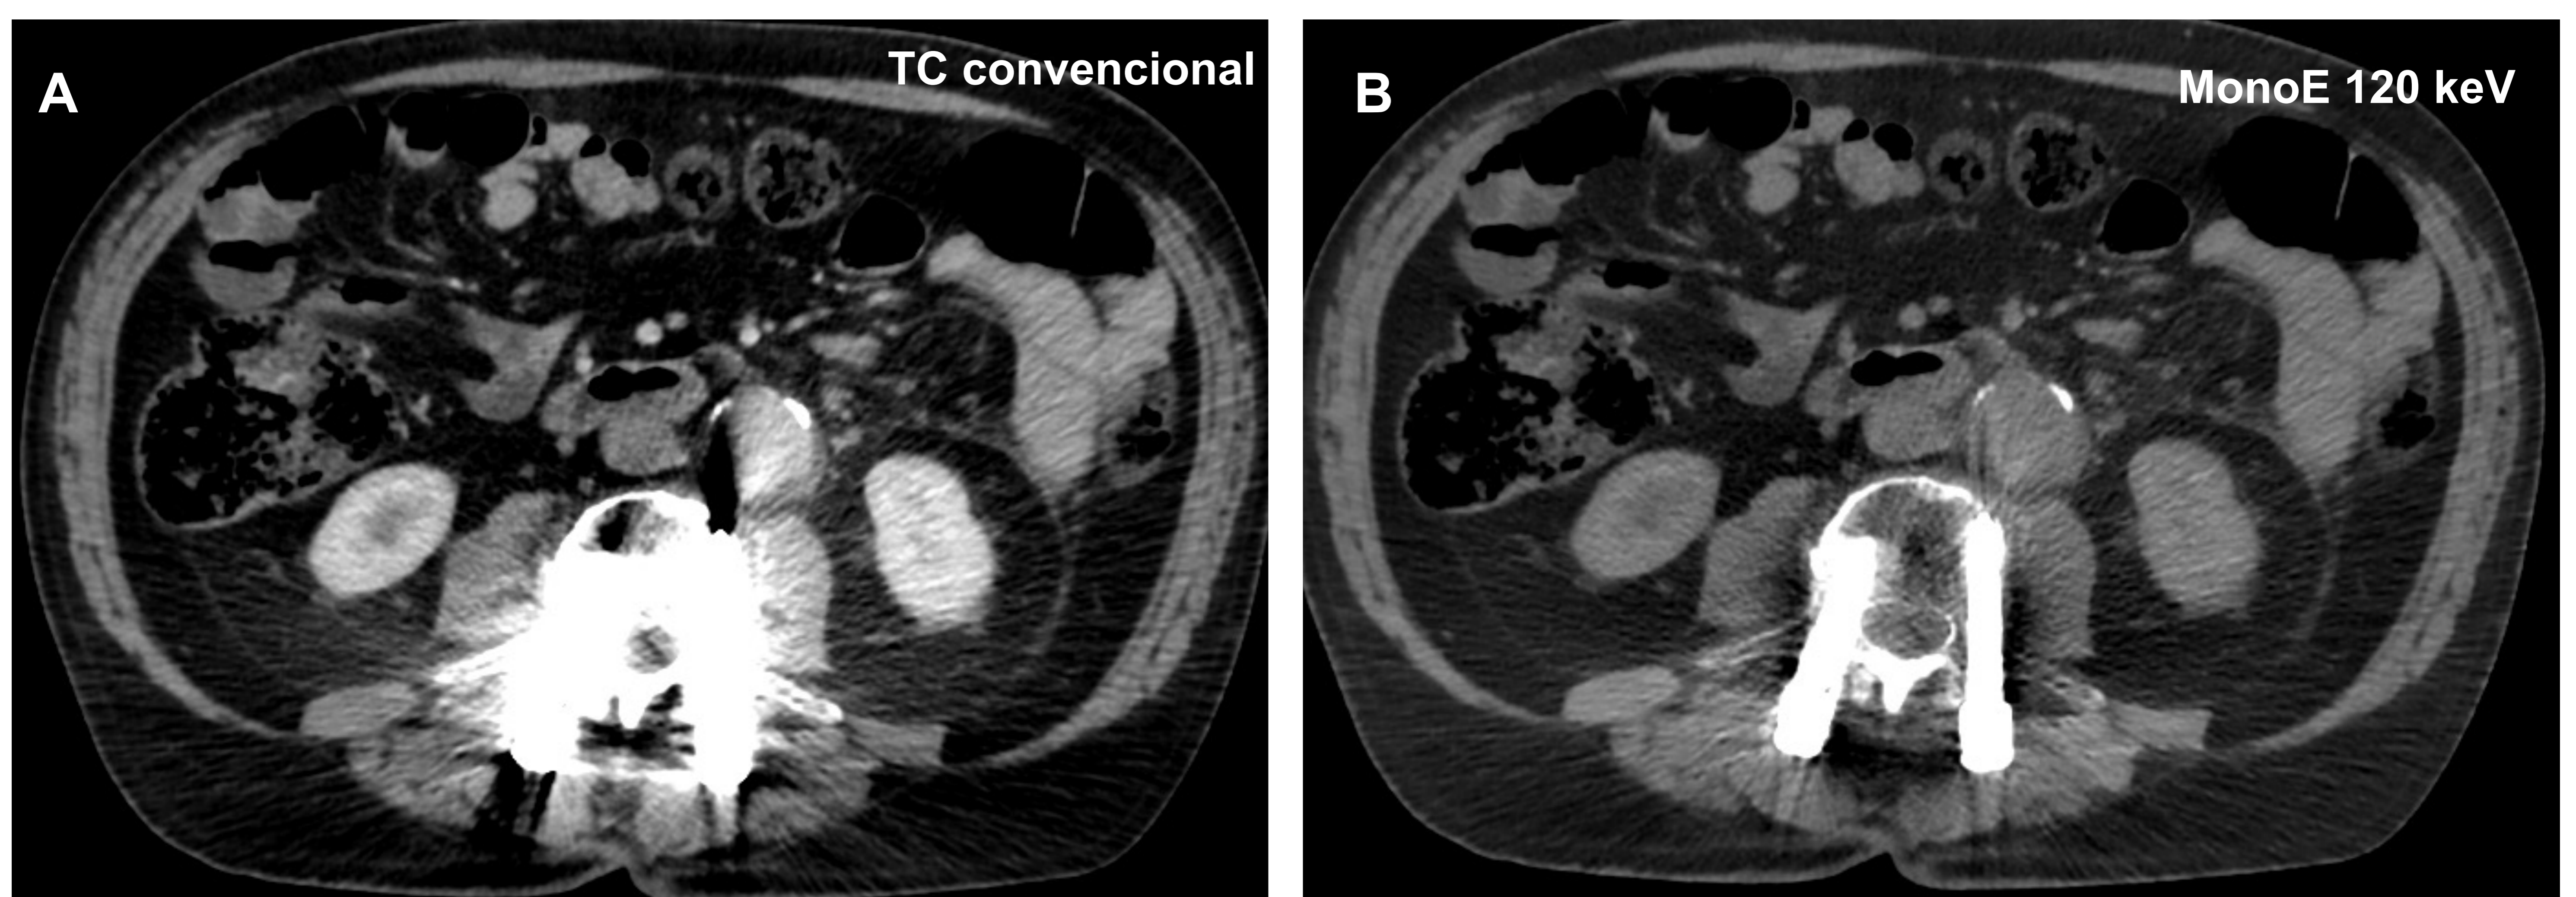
A. Corte axial de TC convencional con artefacto secundario a material metálico de artrodesis lumbar. B. Mapa virtual monoE a alta energía (120 Kev) con reducción de dicho artefacto haciendo posible una mejor valoración de las estructuras.
